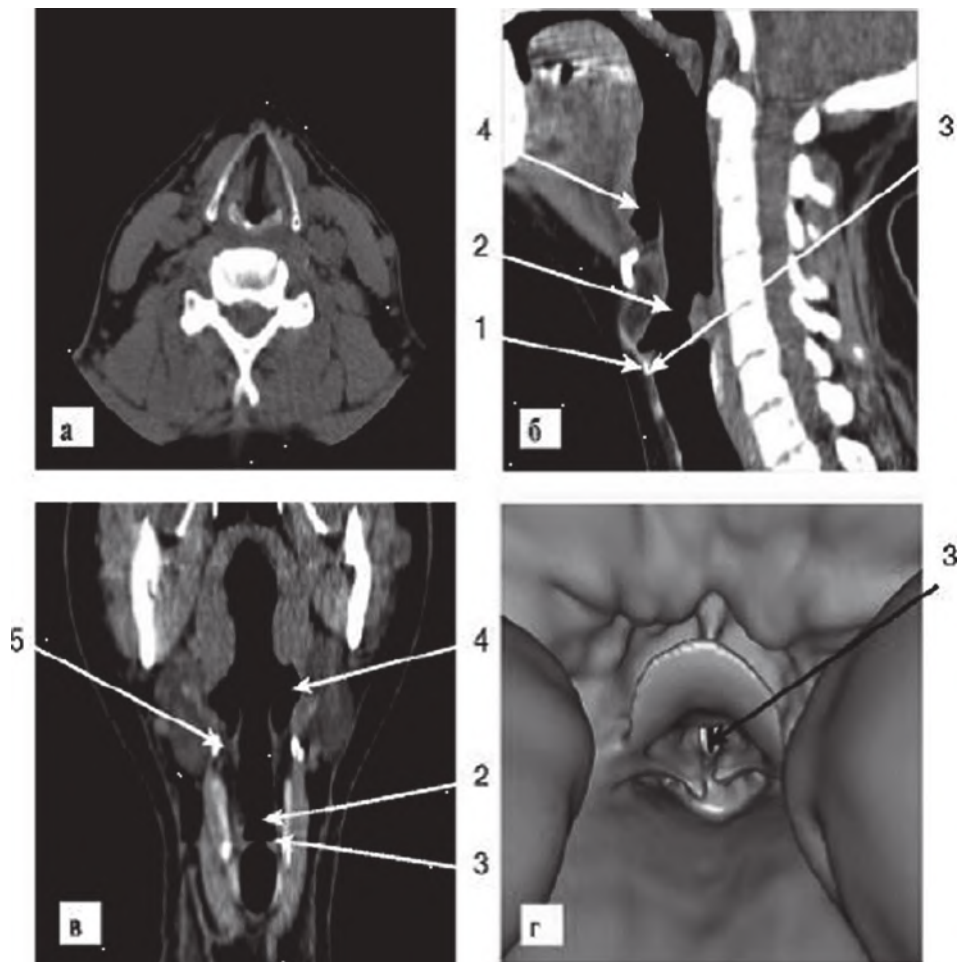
КТ гортани в норме.
